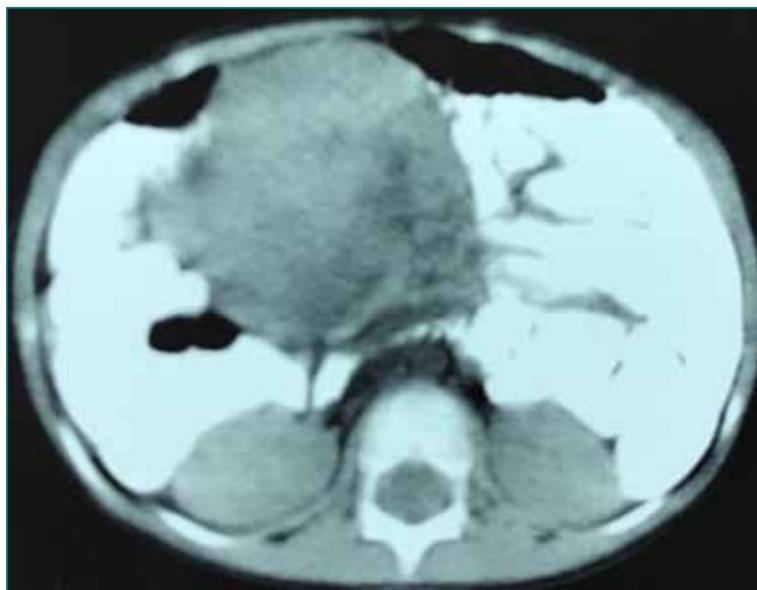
Hallazgos en la tomografía de abdomen con contraste oral y endovenoso: tumoración heterogénea sólida y multiquistica desplazando las asas intestinales.
